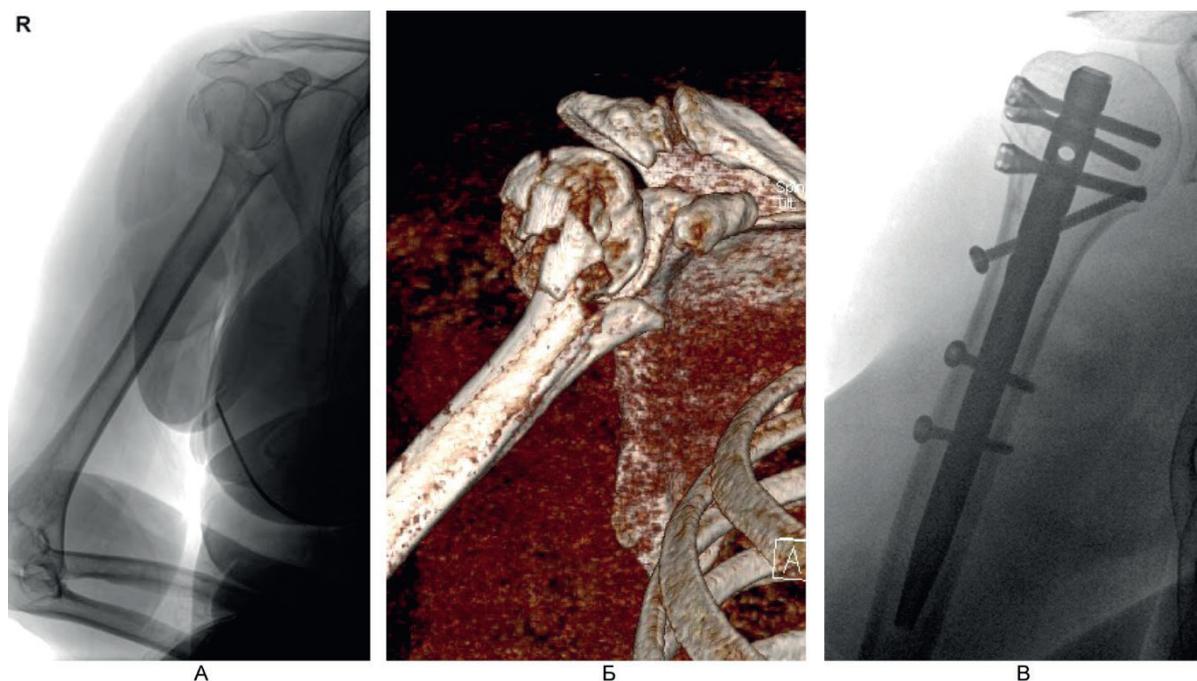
Больная М., 60 лет. А – рентгенография; Б – компьютерная томография поврежденного сегмента конечности; В – контрольная рентгенография в 1-е сутки после операции (косая проекция).
